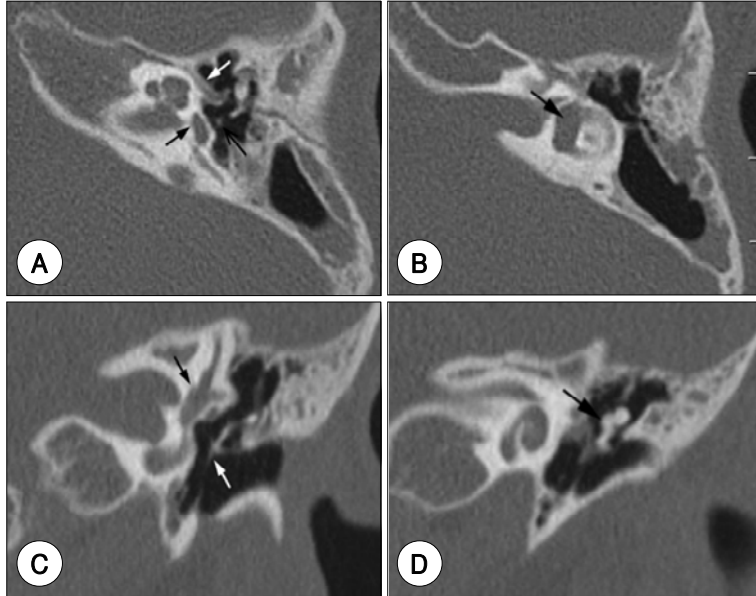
Follow-up CT scan findings 1 month after trauma. A : Air in the vestibule disappeared (black arrow). Stapes was observed in normal position (open arrow) and tympanic segment of facial nerve (white arrow) was observed. B : Air in the vestibule disappeared (black arrow). C : Air in the vestibule disappeared (black arrow) and contour of incudostapedial joint (white arrow) was normal. D : M-I complex (black arrow) showed intact ossicular chain.
